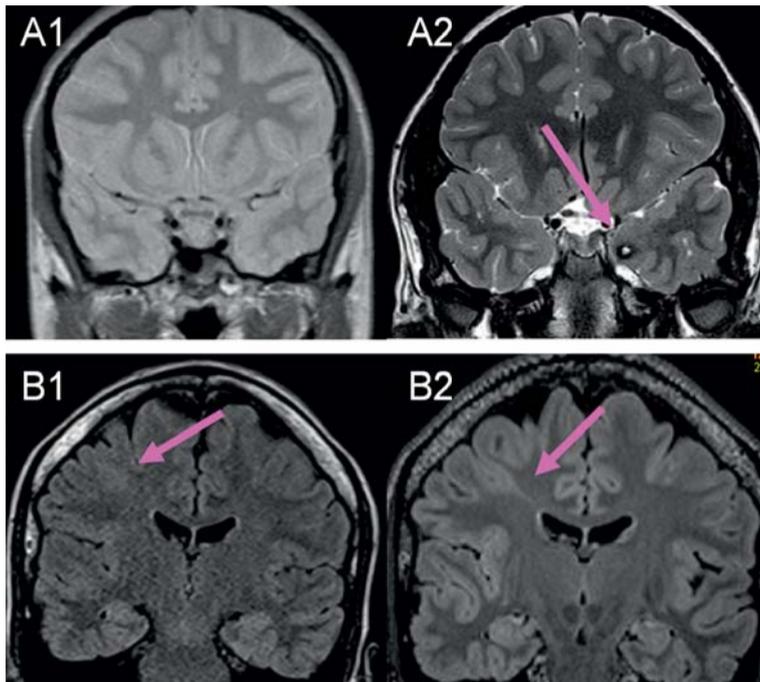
Insuffiziente vs. epilepsiespezifische MRT-Bildgebung: A1: MRT 2010, 0,95 Tesla, 9 mm Schichtdicke: kein Nachweis einer potenziell epileptogenen Läsion. A2: Gleiche Patientin, 2011, 3 Tesla, 2,2 mm Schichtdicke. Bei Start der Epilepsie 2009 mit seither unveränderter temporomiesialer Anfallssemiotik ist wahrscheinlich, dass das Cavernom (Pfeil) bereits 2010 existierte, aufgrund der insuffizienten Bildgebung aber übersehen wurde. B1: MRT 2010, 1,5 Tesla, 3 mm Schichtdicke: trotz klarer Fokushypothese (Anfallsbeginn immer mit Kloni linke Gesichtshälfte: G. präzentralis rechts lateral des Handknob) auswärtig als unauffällig befundet. Die spezialisierte epileptologische Nachbefundung ergab den Verdacht auf eine Grau-Weiß-Unschärfe rechts zentral. B2: die 3-Tesla-FLAIR 1 x 1 x 1 mm zeigt zweifelsfrei eine fokale kortikale Dysplasie Typ IIB in der erwarteten Lokalisation.
